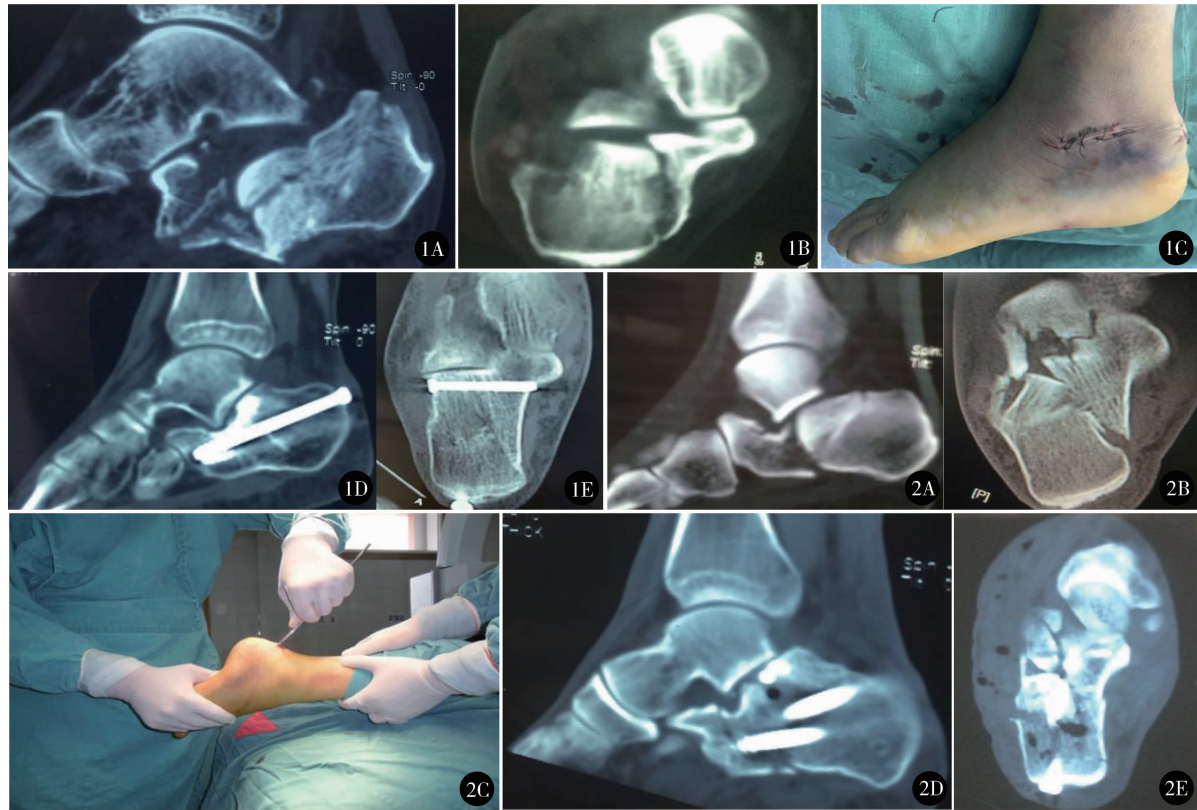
STA 组,男,40 岁,坠落伤,左跟骨骨折,术前 CT 示 Sanders III 型骨折 (A、B),行跗骨窦小切口复位螺钉固定 (C),术后 3 个月 CT 示后关节面复位平整,距下关节关系良好,体部骨折复位满意,骨折愈合 (D、E) 图 2 男,53 岁,坠落伤,右跟骨骨折,术前 CT 示 Sanders II 型骨折 (A、B),行经皮撬拨复位螺钉固定 (C),术后 3 个月 CT 示后关节面局部塌陷,距下关节关系欠佳 (D、E)
